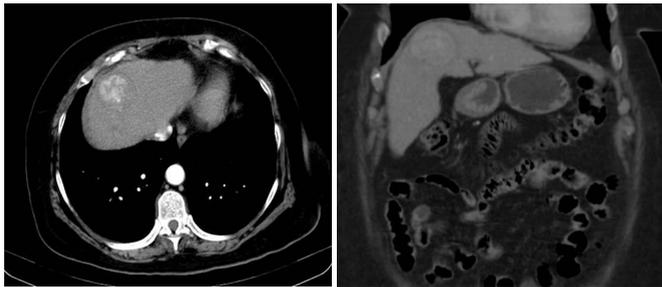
a, b. Tomografía de abdomen con contraste. Cortes axial y coronal.
